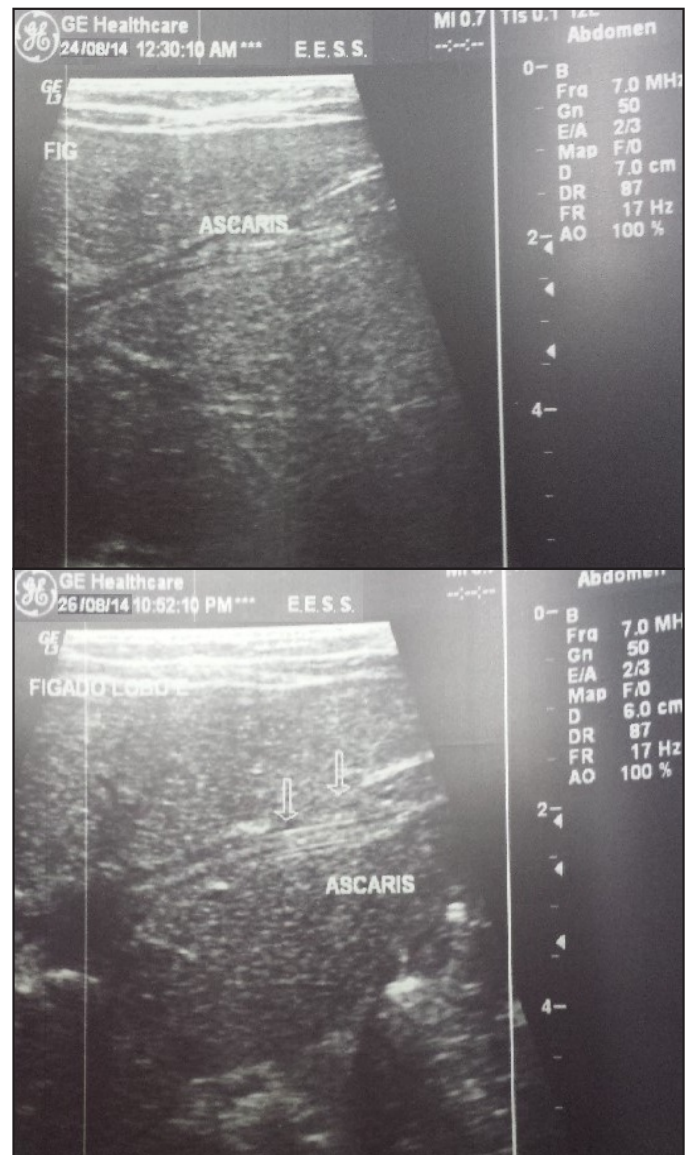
Ultrassonografia evidenciando áscaris dentro da via biliar intra-hepática esquerda.
